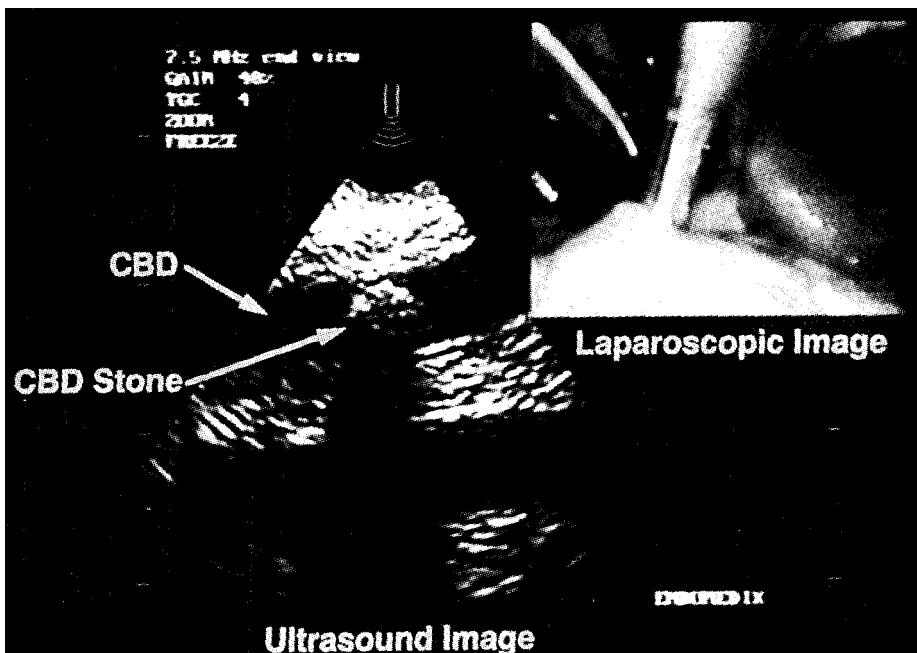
Технология «картинка-в-картинке» позволяет наложить лапароскопическое изображение на ультразвуковую картину. В просвете общего желчного протока определяется камень. CBD — общий желчный проток; CBD Stone — камень общего желчного протока; Ultrasound Image — ультразвуковое изображение; Laparoscopic Image — лапароскопическое изображение
